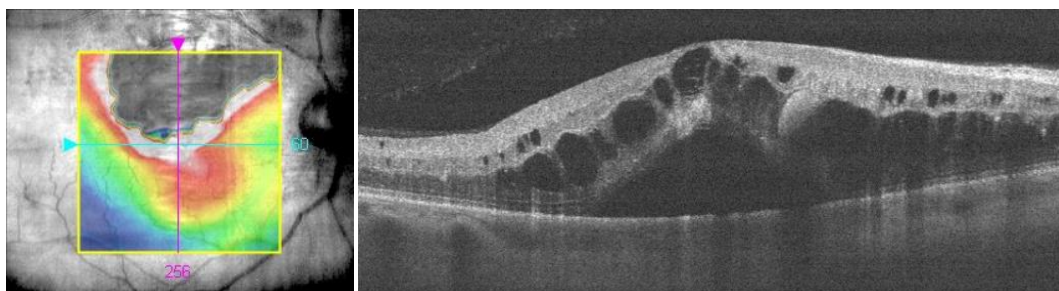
Оптическая когерентная томограмма пациента с окклюзией верхней височной ветви ЦВС с кистозным макулярным отеком и отслойкой нейроэпителия
